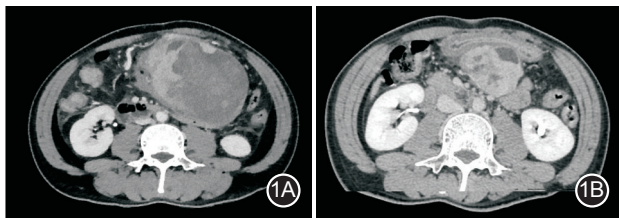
本组 1 例 D842V 突变型胃肠间质瘤患者伊马替尼治疗前后 CT 影像学对比 1A. 服药前; 1B. 服药 6 个月后
